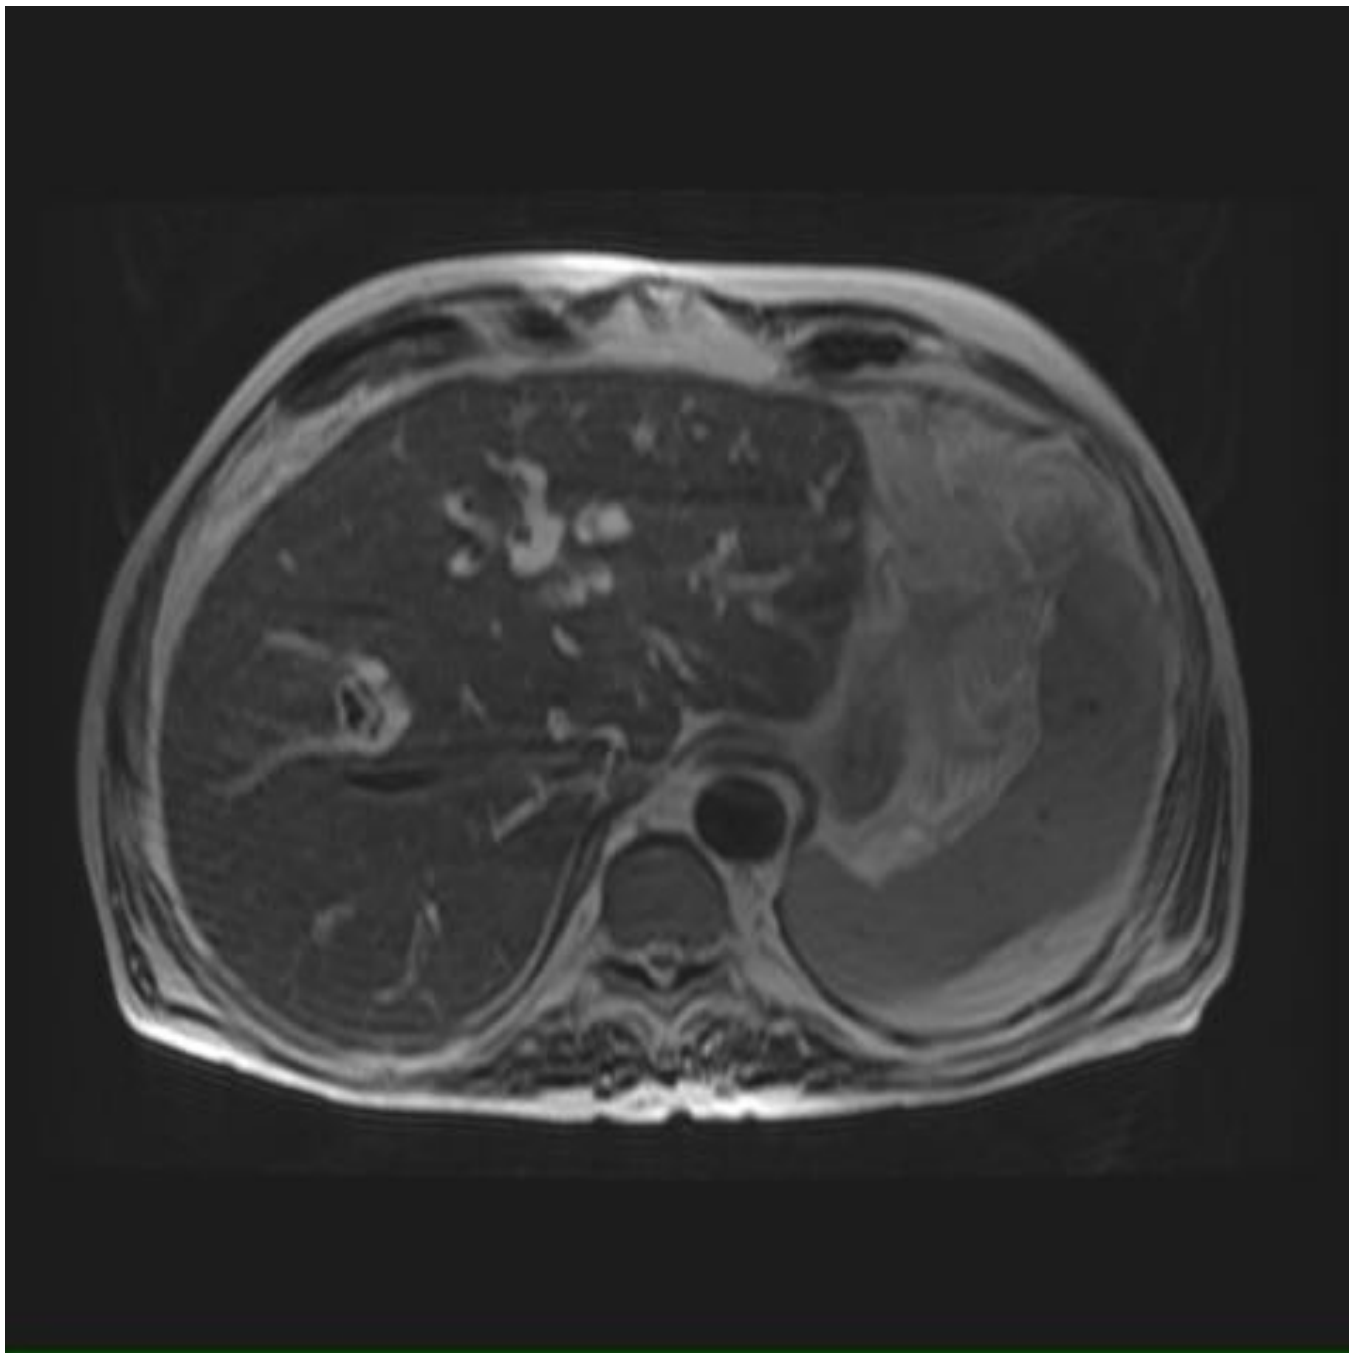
Misma paciente que la figura 23. RM hepática a) T1 , b) T2 y c) difusión. LOE hepática en lóbulo derecho en relación con metástasis.
